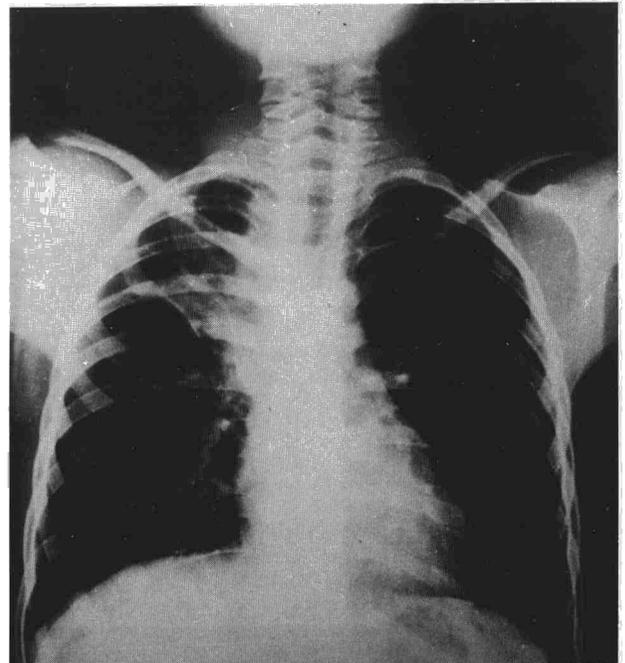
Radiografía de tórax PA con signos de atelectasia-condensación del LSD.
